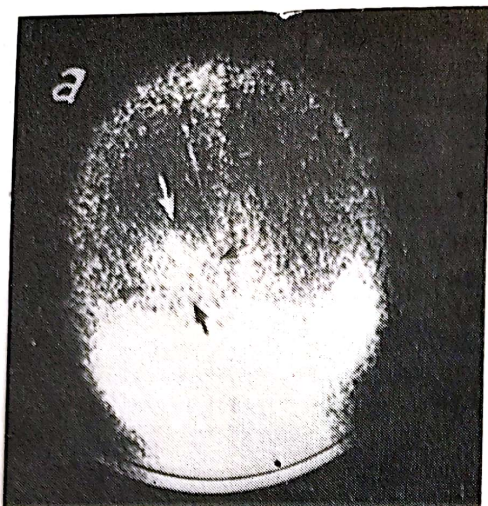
Imagini comparative între fotiscintigrame executate cu $^{99m}\text{TcO}_4$ (a) și $^{113m}\text{In-DTPA}$ (b) într-un caz de metastază occipitală stângă după neoplasm de sân operat.
